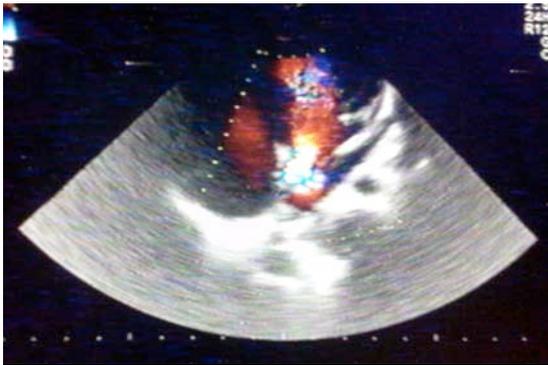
Imagen ecocardiográfica con doppler color donde se visualiza efecto pisa a nivel del orificio de la membrana que divide la aurícula izquierda en 2 cámaras como característica esencial de la cardiopatía.
